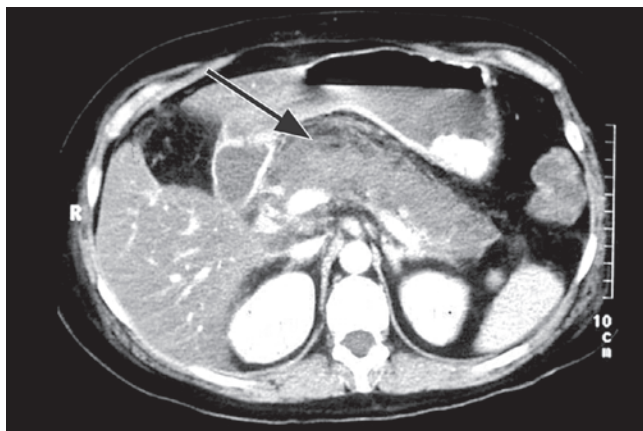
CT intensificada con medio de contraste del páncreas 1.5 semanas después de la presentación, muestra una colección central grande de líquido peripancreático.
